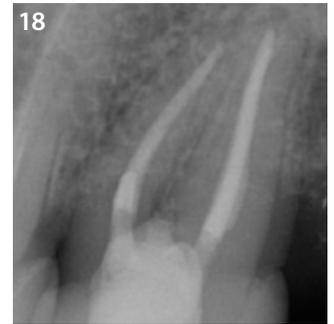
Inspección final con radiografías
